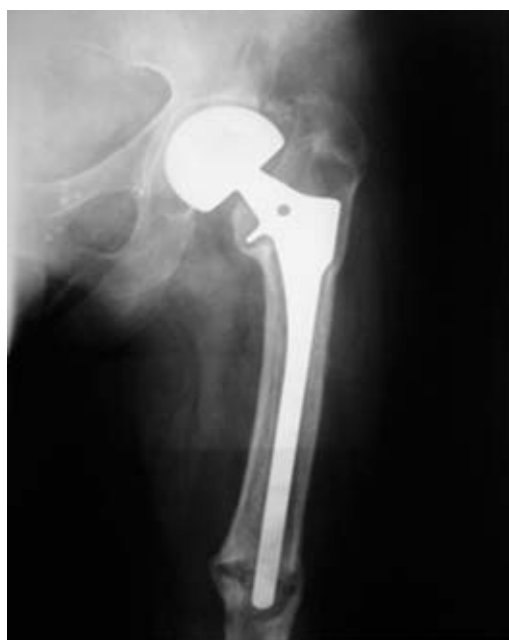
Рентгенограмма левого тазобедренного сустава больной И., через 1 год после операции эндопротезирования. Рентгеновская суставная щель не дифференцируется. Резорбция костной ткани до 3,0 мм в зонах Груэна R5, R6, R4, а в R7 до 12,0 мм. Массивные гетеротопические оссификаты в мягких тканях
